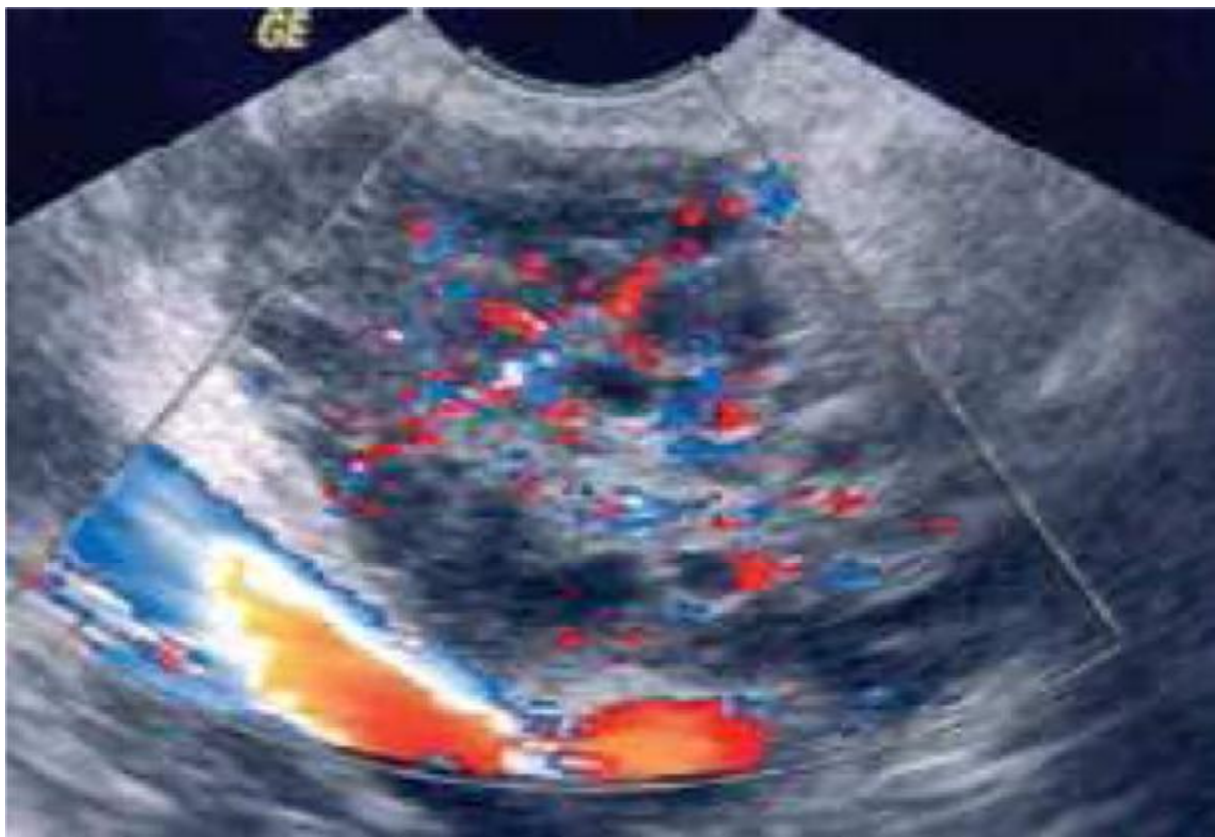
Ovaire micropolykystique (Doppler par voie endovaginale) :
